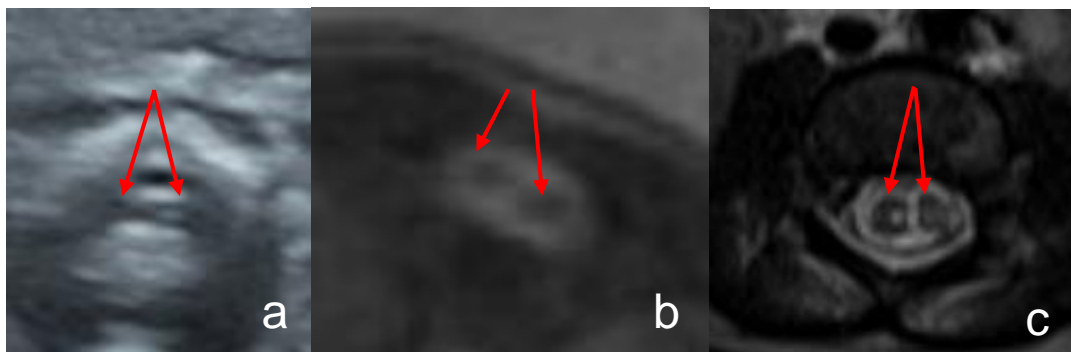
Echographie diagnostique en coupe axiale sur le rachis lombaire à 25 SA + 5 jours (a) (remerciements au Dr BOURGEOT). Aspect de dédoublement de la moelle (flèches rouges): diastématomyélie, confirmée et mieux visible par l'IRM foetale (c), puis par l'IRM médullaire néonatale sous anesthésie générale (d) en pondération T2.
